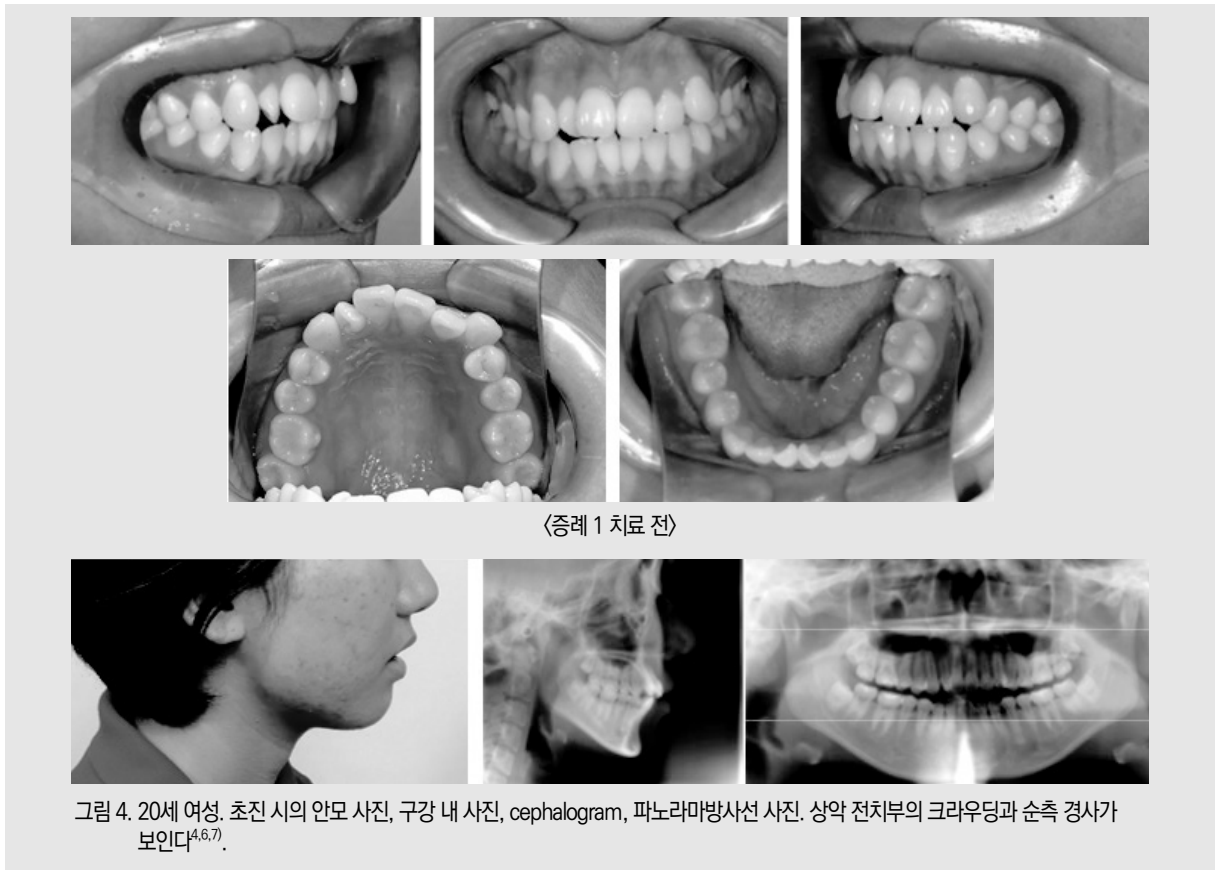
20세 여성. 초진 시의 안모 사진, 구강 내 사진, cephalogram, 파노라마방사선 사진. 상악 전치부의 크라우딩과 순측 경사가 보인다<sup>4,6,7)</sup>.
